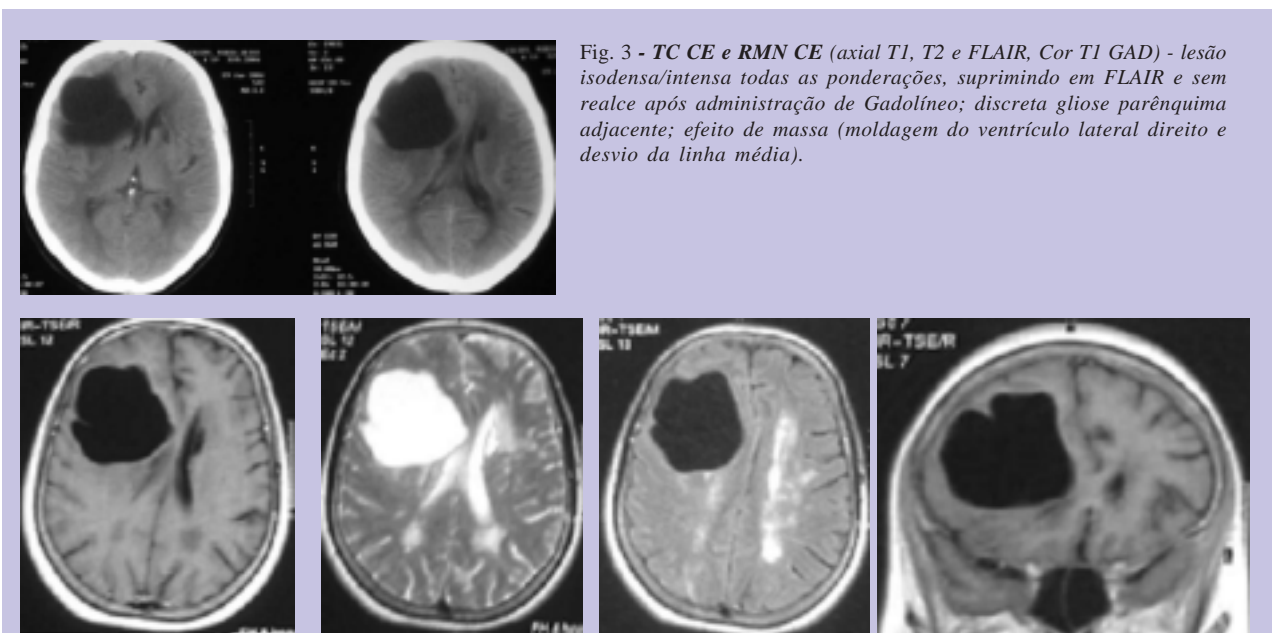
TC CE e RMN CE (axial T1, T2 e FLAIR, Cor T1 GAD) - lesão isodensa/intensa todas as ponderações, suprimindo em FLAIR e sem realce após administração de Gadolínio; discreta gliose parênquima adjacente; efeito de massa (moldagem do ventrículo lateral direito e desvio da linha média).
